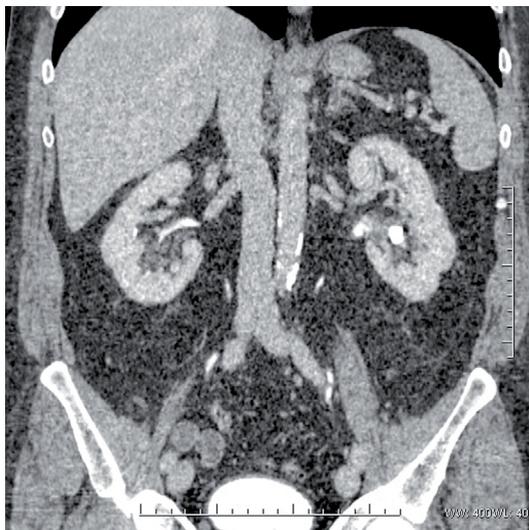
TAC abdominopélvico con contraste i.v., corte coronal, donde se observan las estructuras del tracto urinario superior (riñones, uréteres, vejiga).
